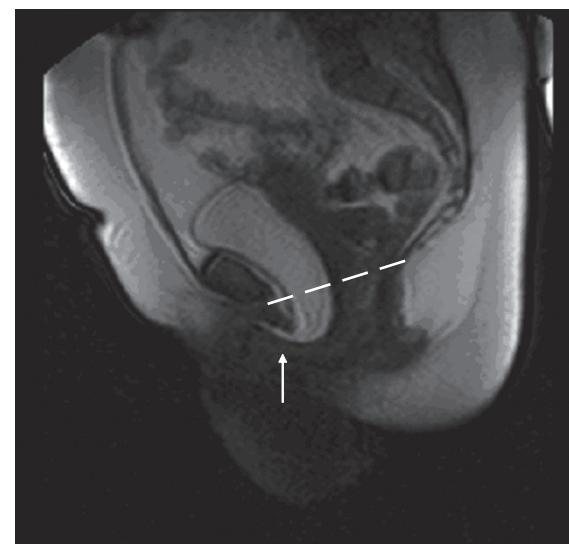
МРТ таза пациентки с СНМ II степени, выполненная при кашле. Шейка мочевого пузыря и вся уретра опустились ниже лонно-копчиковой линии (обозначена пунктиром). Уретра открыта и заполнена содержимым мочевого пузыря (стрелка). Диагноз: опущение мочевого пузыря (цистоцеле) III степени, СНМ II степени
